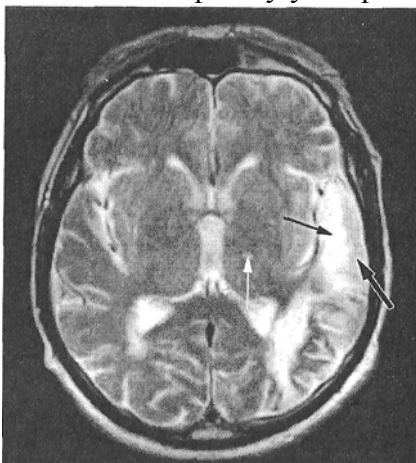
МРТ головного мозку хворого Ч., 67 років, на 9-ту добу після появи неврологічних порушень. T_2 -зважене зображення.
